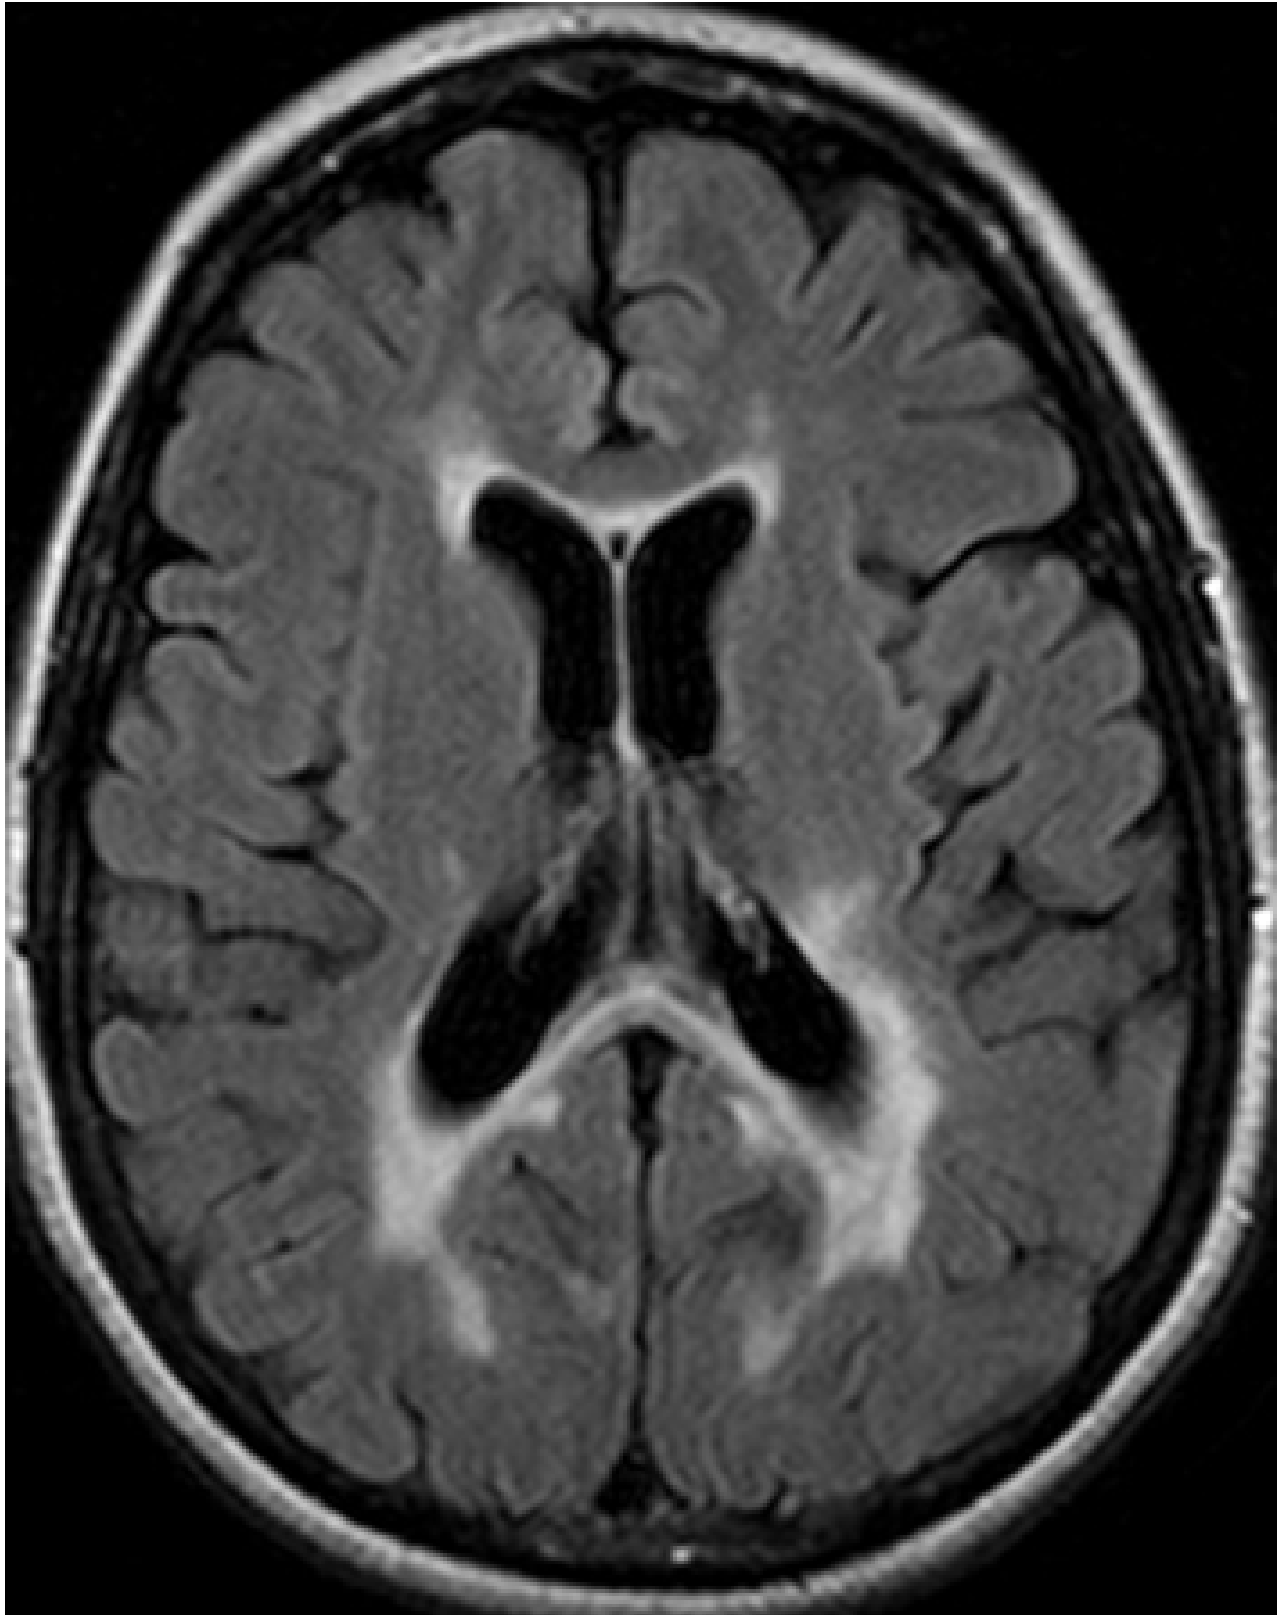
Ressonância nuclear magnética (RNM) transversa mostrando lesões típicas hiperintensas periventriculares da substância branca no parênquima cerebral
